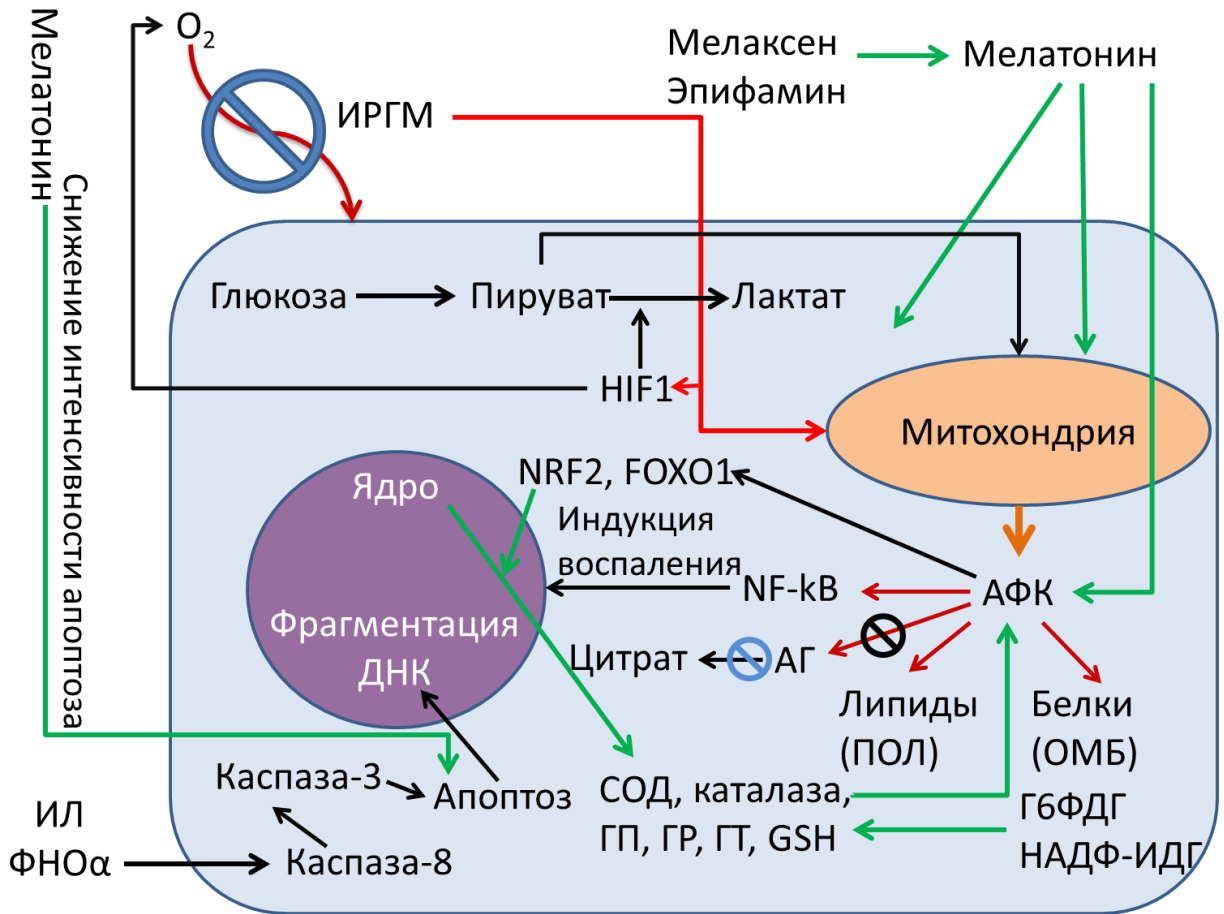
Гипотетическая модель регуляции свободнорадикального гомеостаза, интенсивности апоптотических процессов и функционирования транскрипционных факторов, участвующих в реализации адаптивного ответа, воздействием мелатонин-корректирующих препаратов при ишемии/реперфузии головного мозга.
